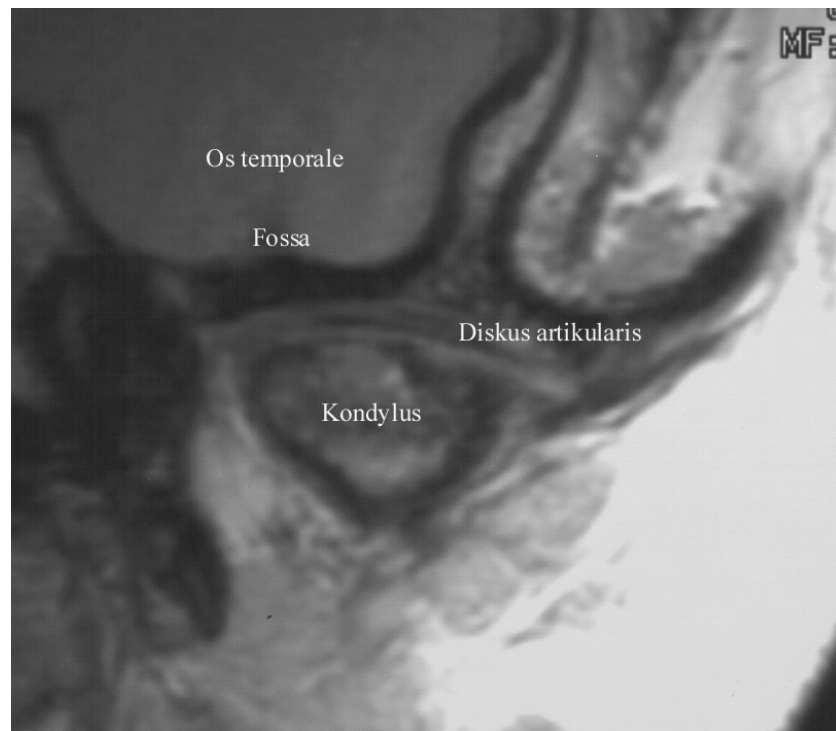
MRT des linken Kiefergelenkes in der Frontalebene
